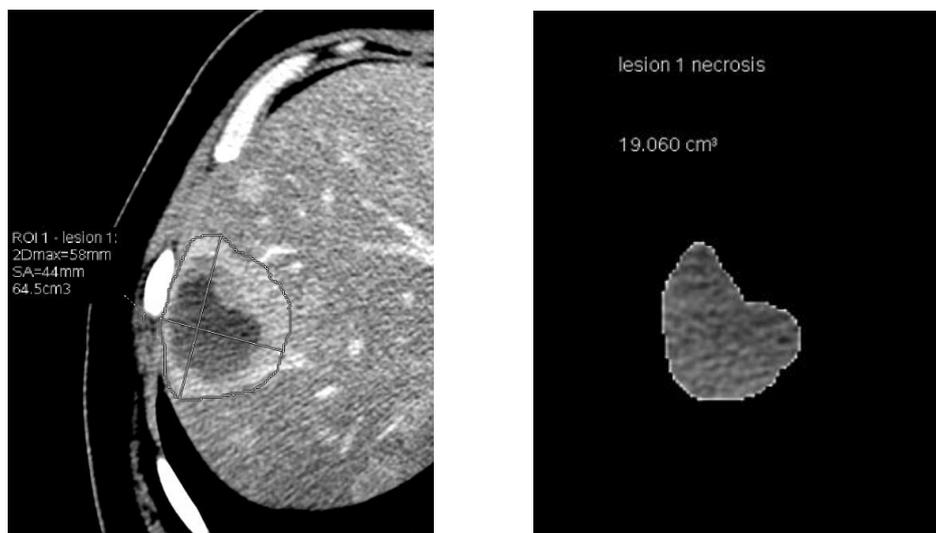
Пациентка М., 54 лет, КТ. А – вычисление максимальных размеров и объема метастатического очага с помощью инструмента Auto Contour. Хорошо дифференцируются гипervasкулярная опухолевая ткань по периферии очага и аваскулярная зона некроза в центре. Б – вычисление объема некротической ткани с помощью инструмента Quick Paint.
